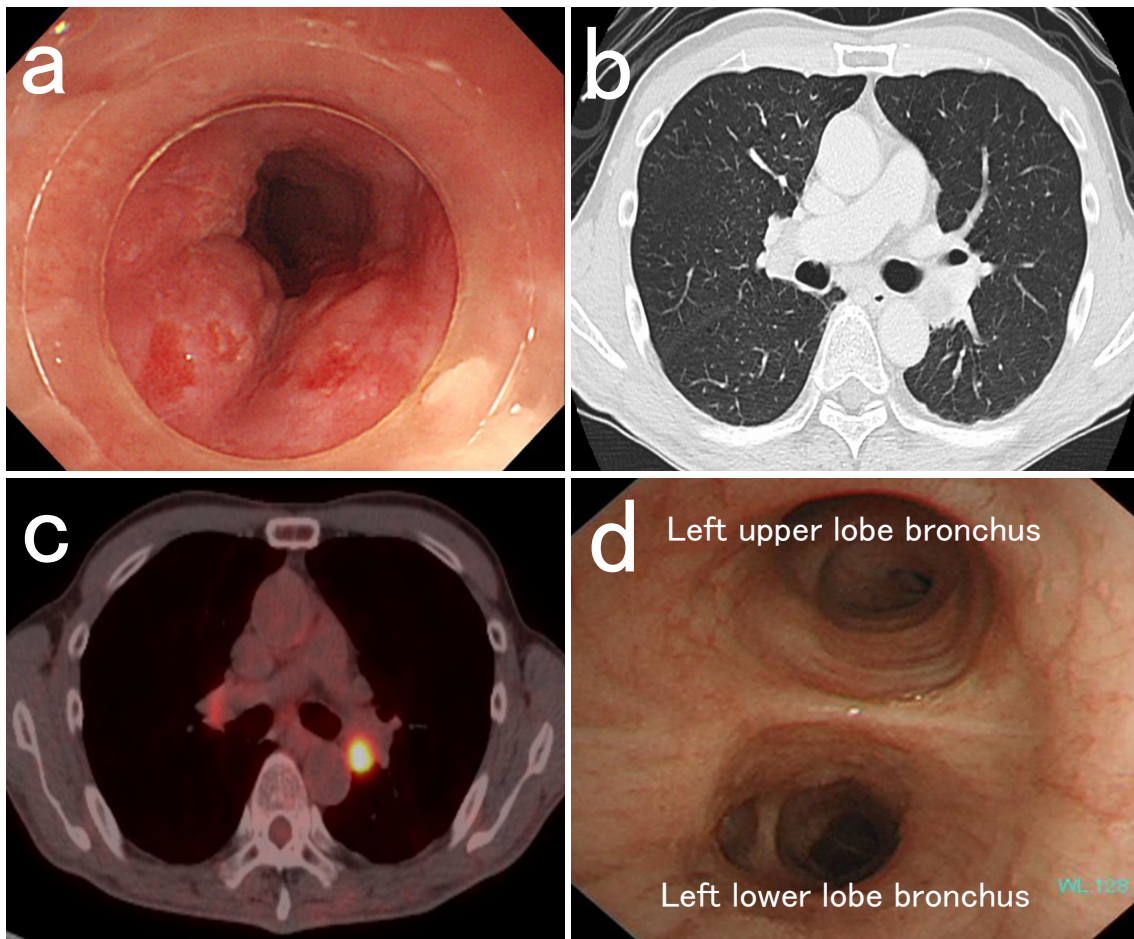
(a) Upper gastrointestinal endoscopy pointed out early esophageal and gastric cancer. (b) Chest CT. The left main bronchial lymph node was enlarged. (c) FDG-PET/CT. The accumulation of FDG with an SUV_{max} of 3.0 was detected in the left main bronchial lymph node. (d) Bronchoscopy showed no endotracheal lesion and no tracheal infiltration of the lymph node.
